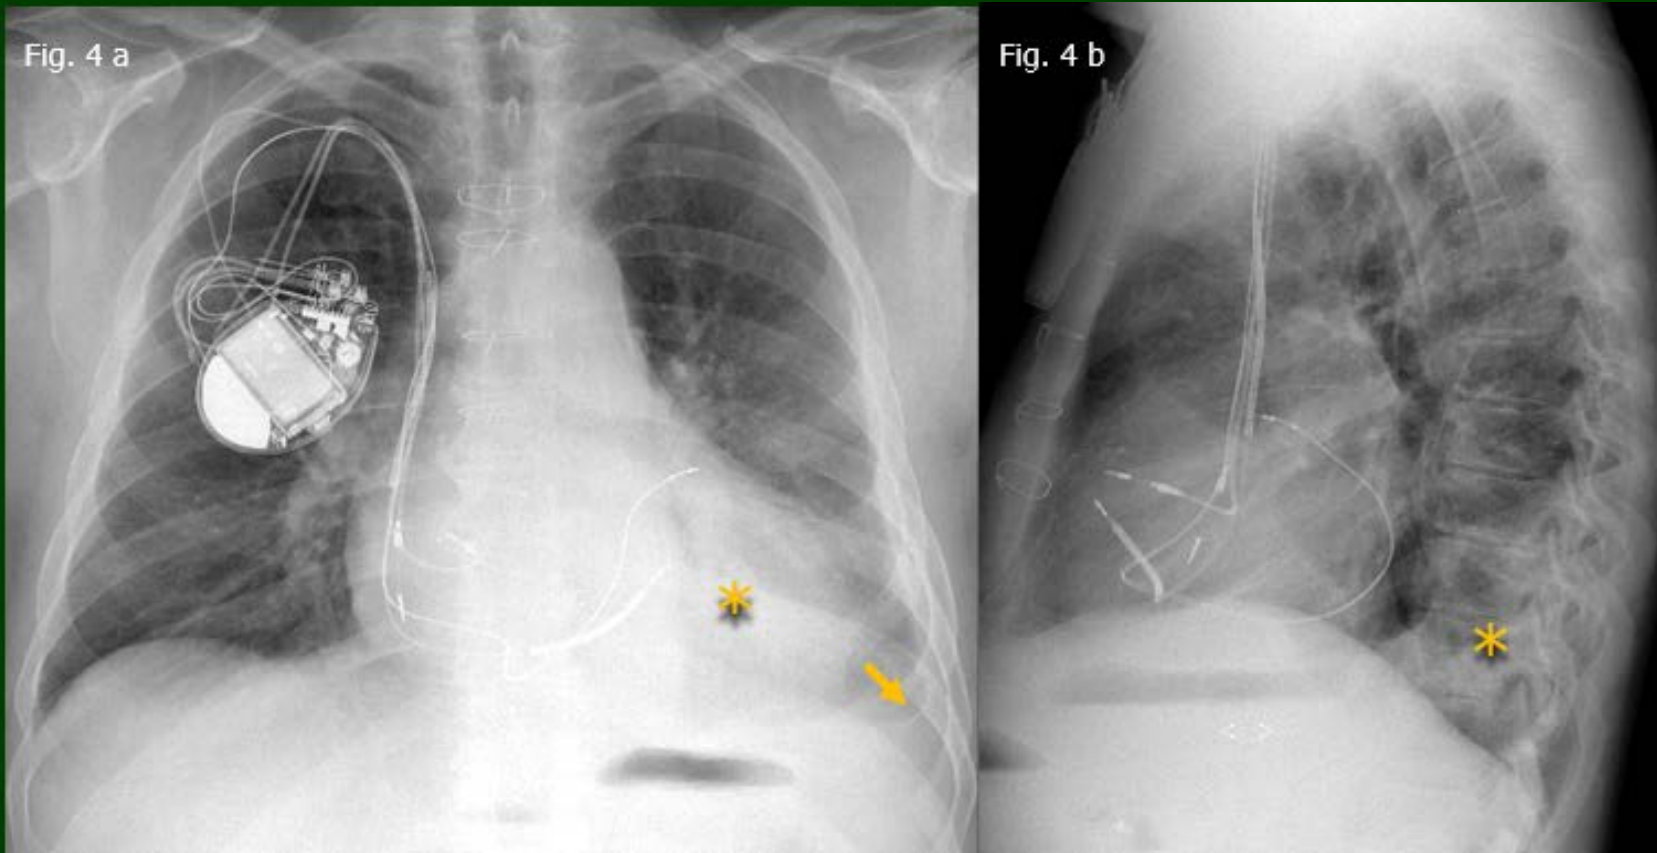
Radiografía de tórax. a. (frente) b. (perfil): Alambres de sutura medio-esternal. Cardiomegalia. Marcapaso tricameral. Perdida de volumen del lóbulo inferior izquierdo con descenso del hilio y opacidad retro-cardíaca (asterisco). Pequeño derrame pleural izquierdo (flechas).
